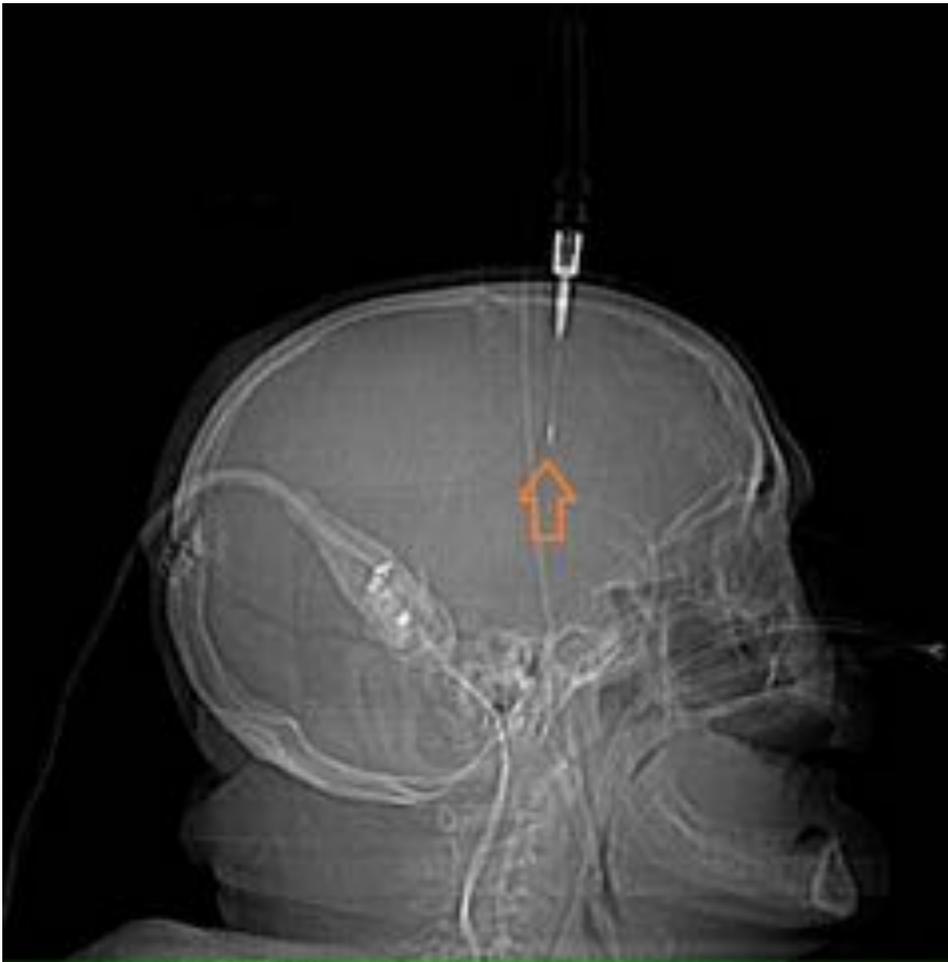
Paciente con TCE tras caída desde tres metros de altura. El scout del TC muestra la localización del catéter sensor de presión intracraneal proyectado sobre el lóbulo frontal, con la punta progresada en el interior del parénquima cerebral.
